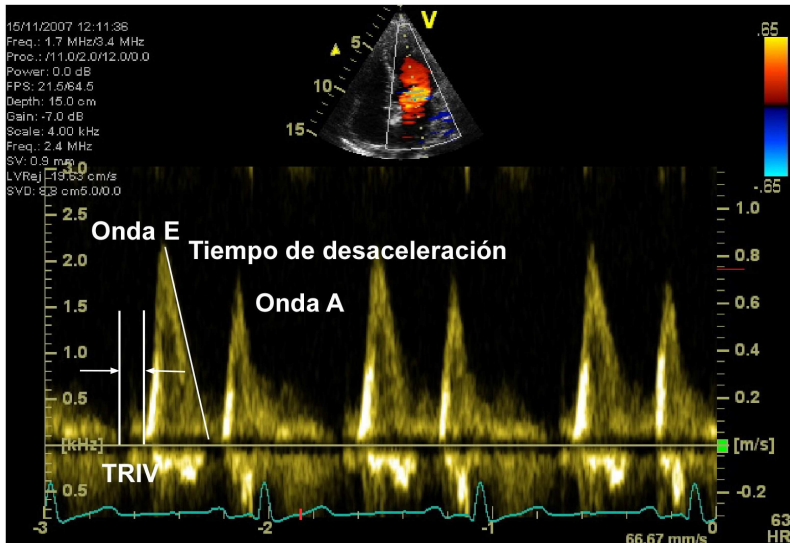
Ejemplo de un espectrograma de Doppler pulsado mitral. Se compone de la onda E, de la onda A, del tiempo de desaceleración y del tiempo de relajación isovolumétrica, como se explica en el texto. TRIV: tiempo de relajación isovolumétrica, es decir el intervalo entre el cierre de la válvula aórtica y la apertura de la válvula mitral. Los diferentes patrones del llenado transmitral se describen en base a los diferentes valores que adquieren cada uno de estos parámetros.
